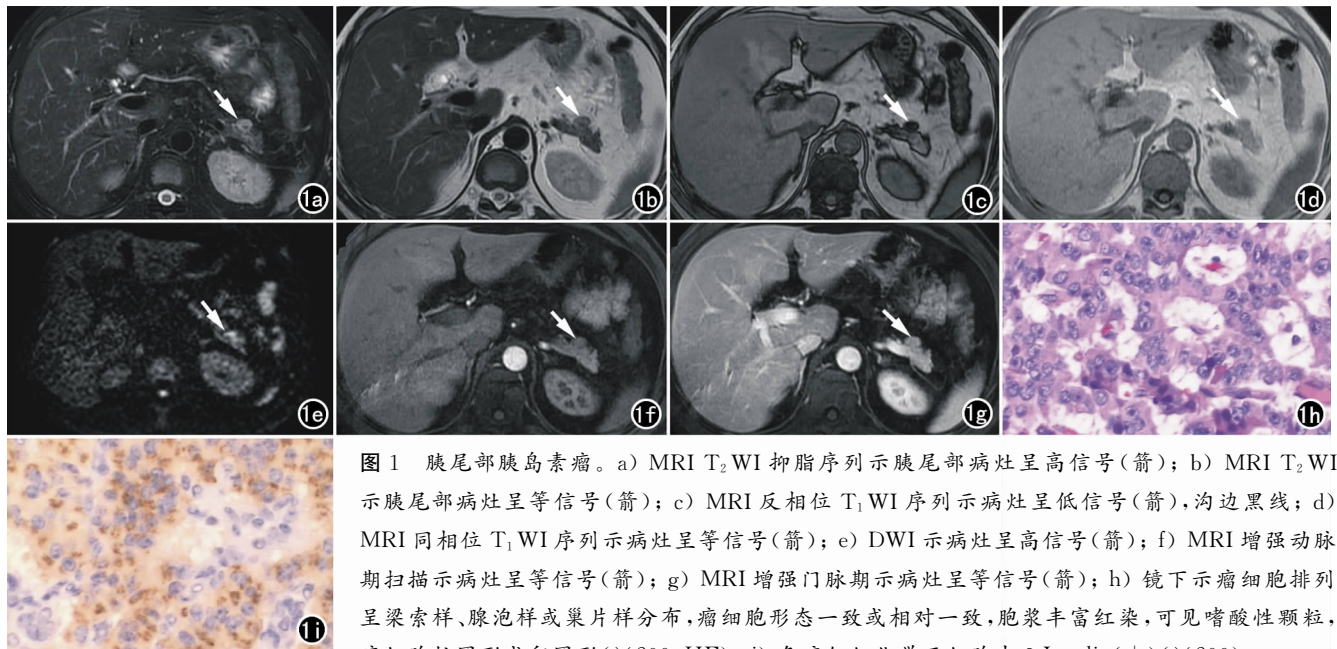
胰尾部胰岛素瘤。a) MRI T_2 WI 抑脂序列示胰尾部病灶呈高信号(箭); b) MRI T_2 WI 示胰尾部病灶呈等信号(箭); c) MRI 反相位 T_1 WI 序列示病灶呈低信号(箭),沟边黑线; d) MRI 同相位 T_1 WI 序列示病灶呈等信号(箭); e) DWI 示病灶呈高信号(箭); f) MRI 增强动脉期扫描示病灶呈等信号(箭); g) MRI 增强门脉期示病灶呈等信号(箭); h) 镜下示瘤细胞排列呈梁索样、腺泡样或巢片样分布,瘤细胞形态一致或相对一致,胞浆丰富红染,可见嗜酸性颗粒,瘤细胞核圆形或卵圆形($\times 200$, HE); i) 免疫组织化学示细胞中 β -Insulin(+) ($\times 200$)。
